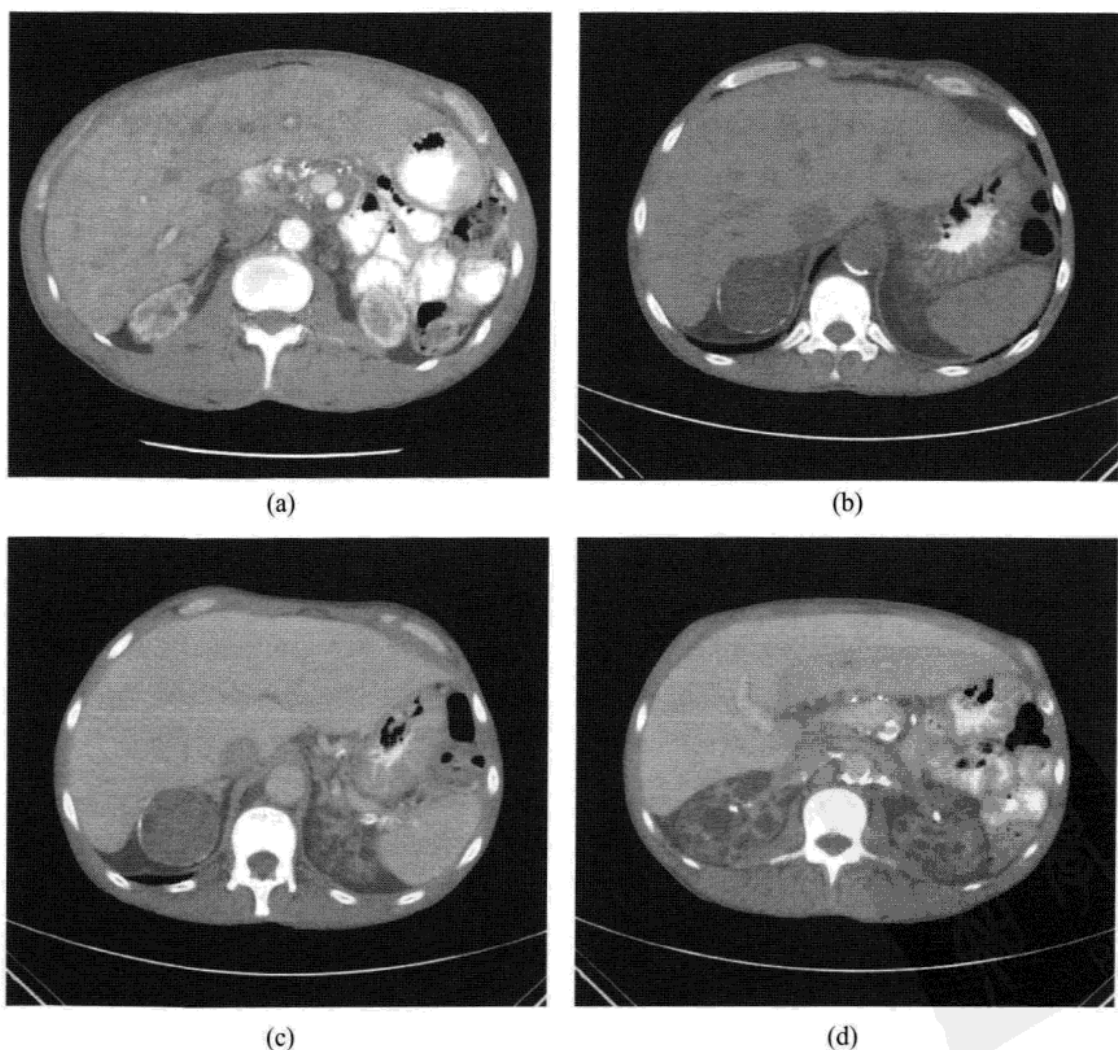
病例为一位有 8 年血透史的 47 岁男性患者。(a) 1999 年 CT 显示肾萎缩伴有微小囊肿。(b) 2007 年 CT 平扫示右肾上极肿块伴有钙化边，中央部 CT 值 40HU。(c) 增强后中央部 CT 值达 80HU。这一强化特征排除了出血性囊肿的可能。肾细胞癌也可出现周围钙化。行右肾切除后证实为透明细胞肾癌。
